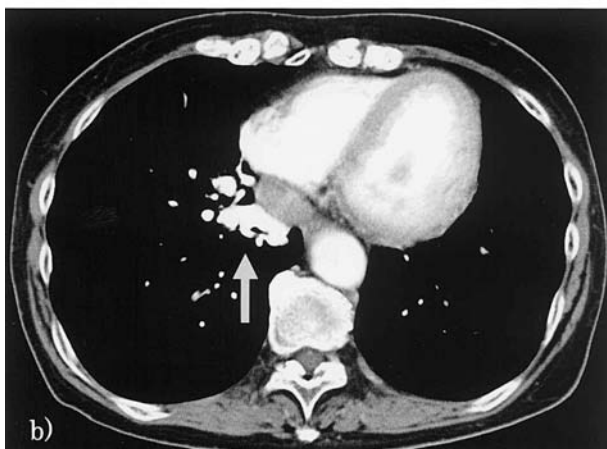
Chest CT scan revealing abnormal vessels in the right S⁶ sub-pleura.
